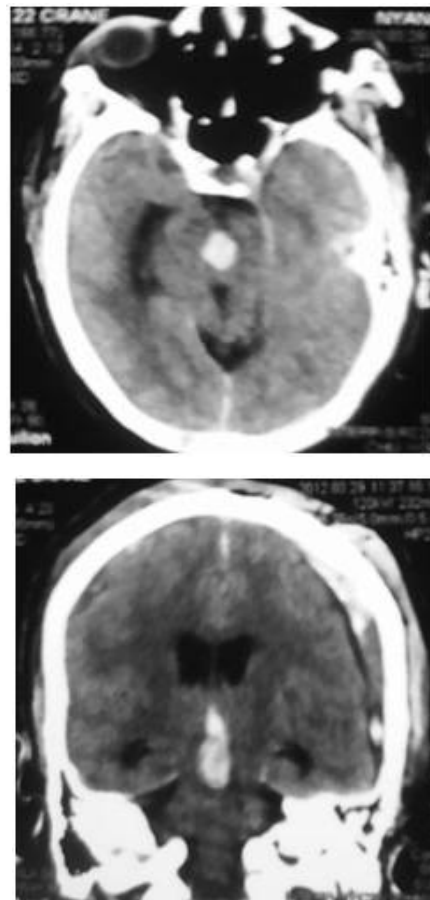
TDM de contrôle post opératoire en coupe axiale (a) et en coupe coronale (b), montrant un hématome dans le tronc cérébral
